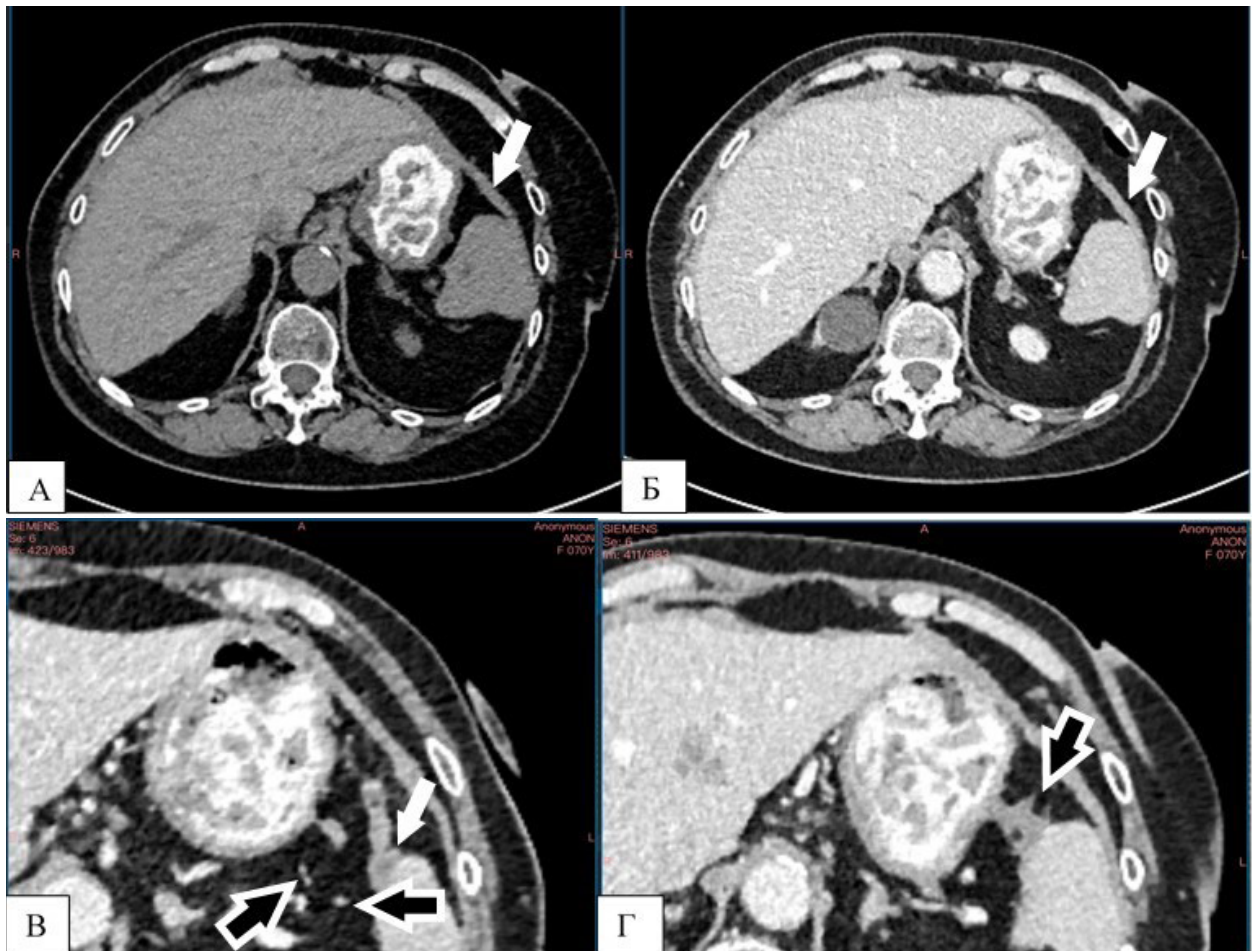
КТ-томограммы органов брюшной полости в аксиальной проекции у пациентки с муцинозной аденокарциномой желудка: А — в нативную фазу; Б, Б', Б'' — в порто-венозную фазу. Белыми стрелками показано неравномерное утолщение парietальной брюшины левого поддиафрагмального пространства с повышенным контрастным усилением. Б, Б' — черные стрелки с белым контуром указывают на мелкоочаговые диссемины и очаг в проекции желудочно-селезеночной связки
